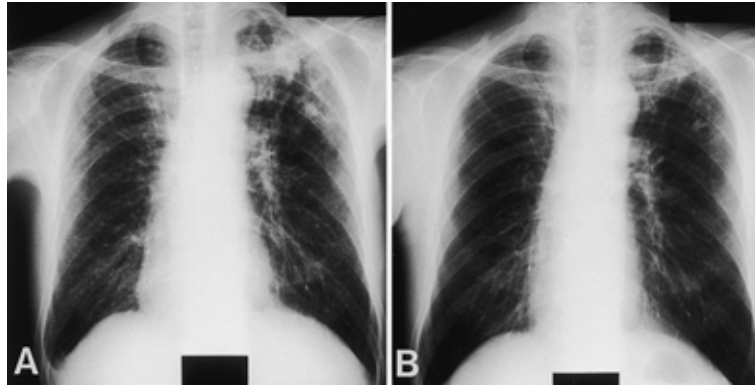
Chest X-ray film during the acute phase of the disease, showing new widespread reticulo-nodular shadows bilaterally and right pleural effusion (A). Chest X-ray film during remission, showing that the reticulo-nodular shadow had almost disappeared (B).
